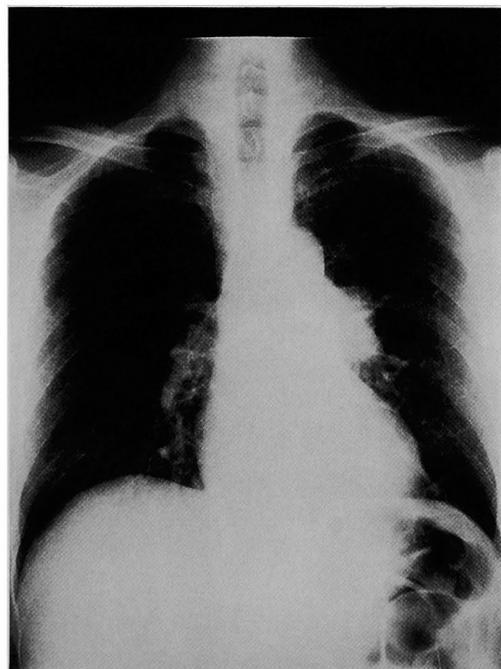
Chest X-ray showing a tumor shadow in the left hilar area.
